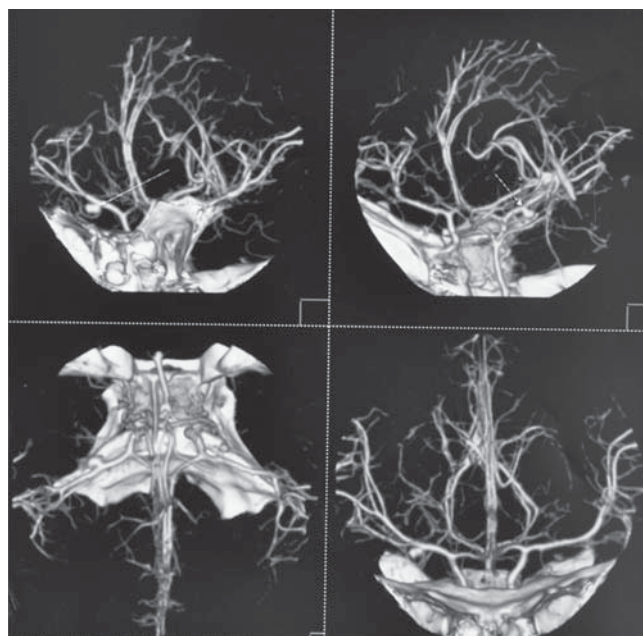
Angiotomografia computerizată a vaselor creierului: anevrism sacular arterei cerebrale medii pe dreapta.
